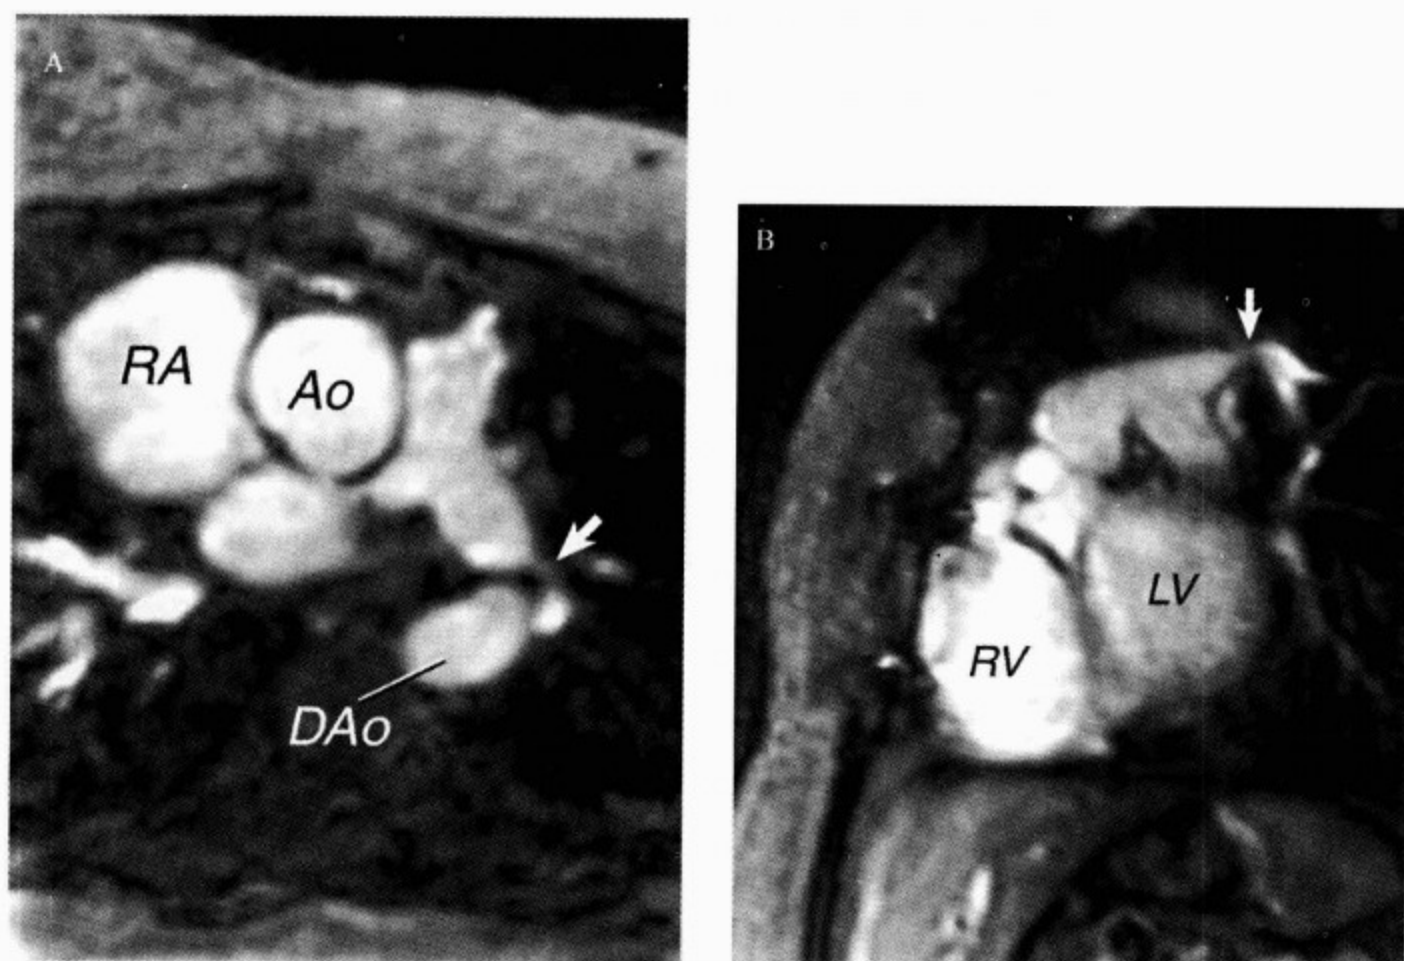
法洛四联症根治术后 MRI(一期 Pott 分流术)
